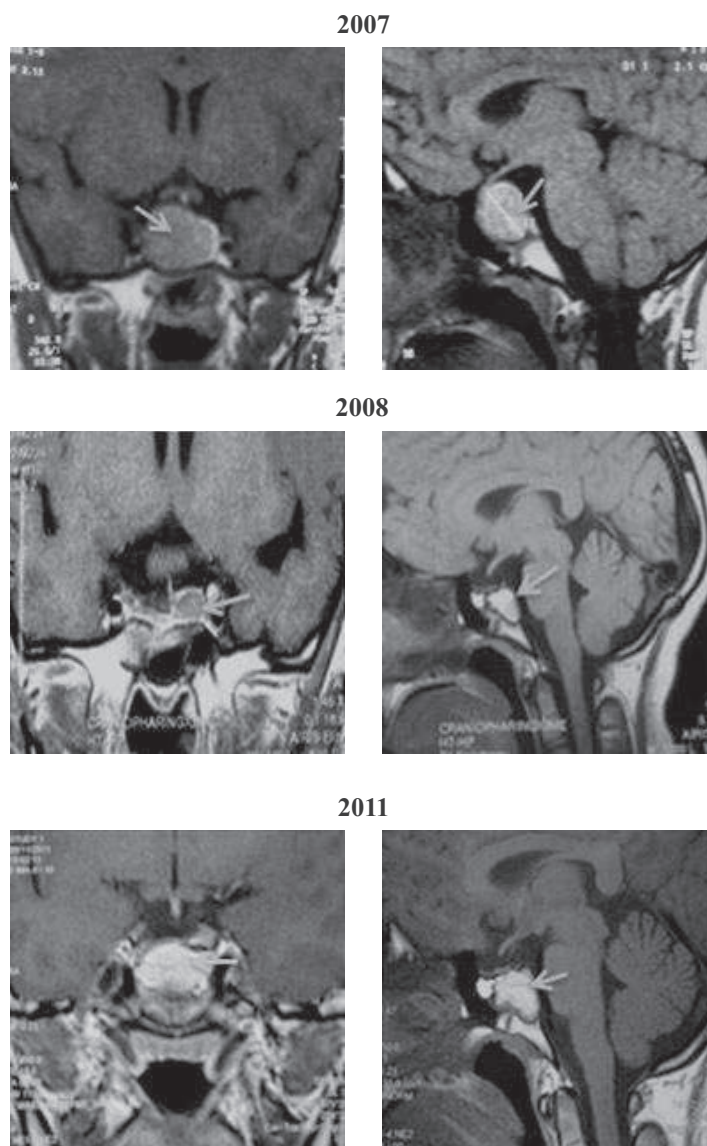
IRM en coupes coronales et sagittales :
